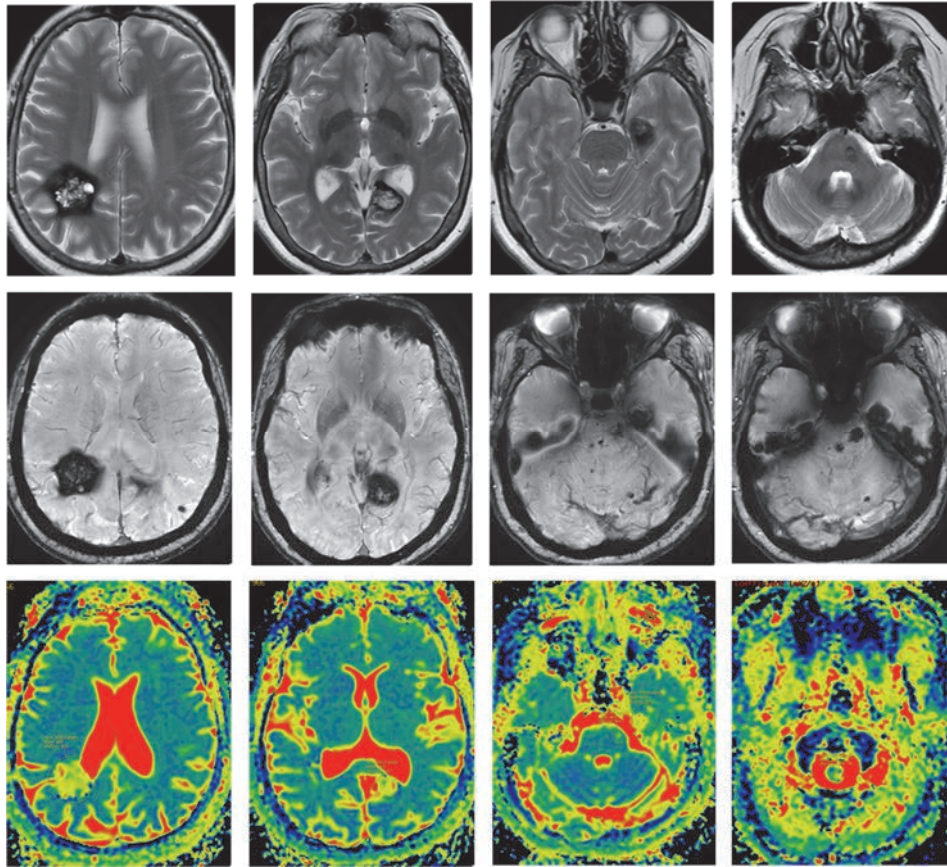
Пациентка Б-ва Л. В., МРТ головного мозга от 09.10.2019 в режимах T2, SWAN и DWI в аксиальных срезах (описание в тексте)
